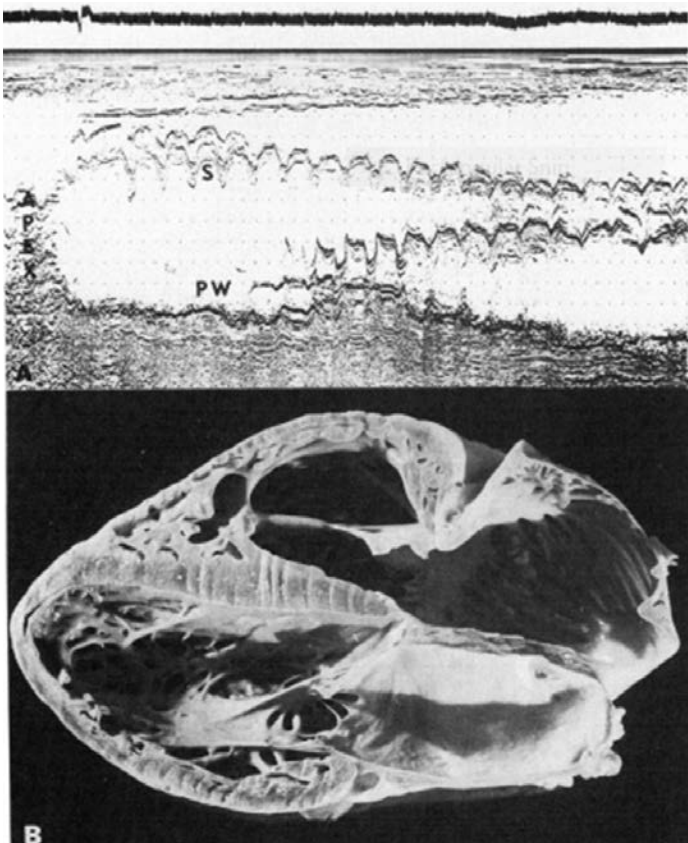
Aquinesia y fibrosis de la pared inferolateral, modo M, y en corte de autopsia. (A) Barrido lento de ecocardiograma en Modo M eje largo, (B) espécimen cardíaco de un paciente masculino de 52 años de edad con ECaCh, IC, y arritmias, que muestra una extensa cicatriz, y aquinesia de la pared infero-lateral (pared posterior [PW]), que se extiende al ápex (APEX), en contraste con la relativamente preservada motilidad y contracción sistólica septal (S). Las arterias coronarias fueron normales en la autopsia. (Reproducido con permiso de Acquatella H y col.⁴⁶).
